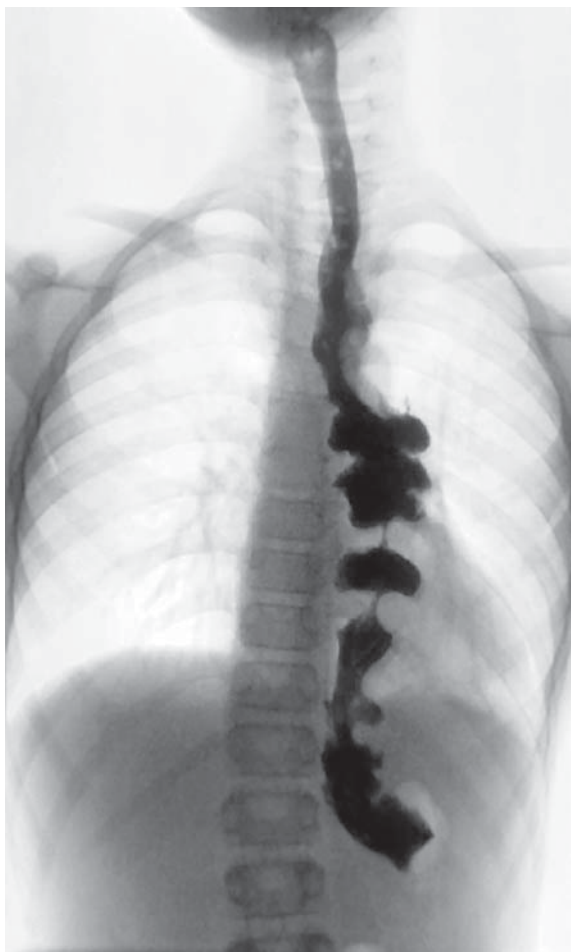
Рентгенконтрастное исследование неопищевода
